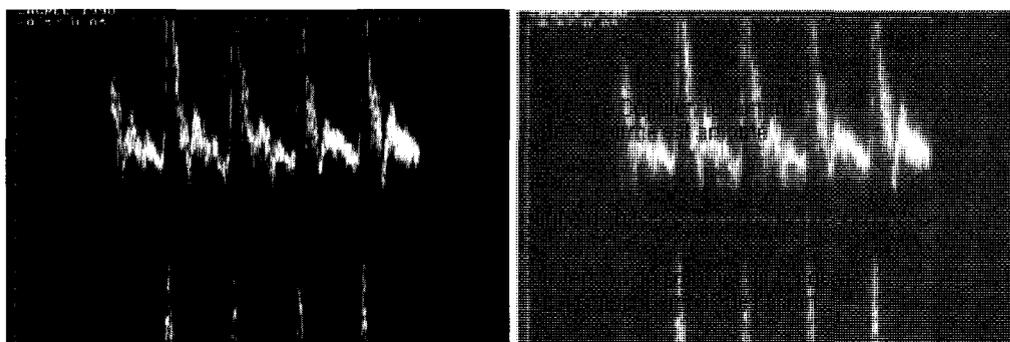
Ambiguïté Doppler: le pic de chaque onde apparaît sous la ligne de base indiquant un courant sanguin inversé. Cet artefact d'ambiguïté survient quand la fréquence de répétition des trains d'ondes n'est pas suffisamment élevée pour mesurer la vitesse élevée de la structure réfléchissante.
